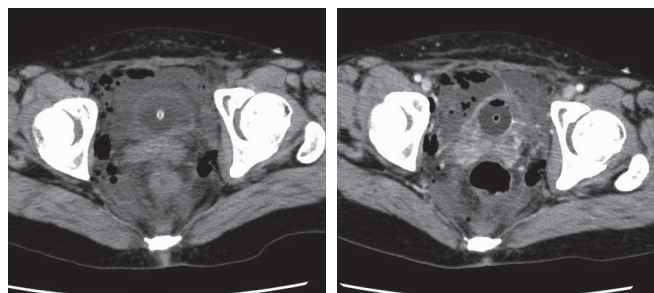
前日の単純 CT (左) と当日の造影 CT (右) 膀胱損傷を疑い、医師に排泄相の追加撮影を提案した。その際、膀胱カテーテルからの尿ドレナージも考慮し、カテーテルクランプも提案した。60 分後の排泄相の追加撮影にて腹腔内への造影剤漏出と膀胱瘻孔を認めた (図 5)。
